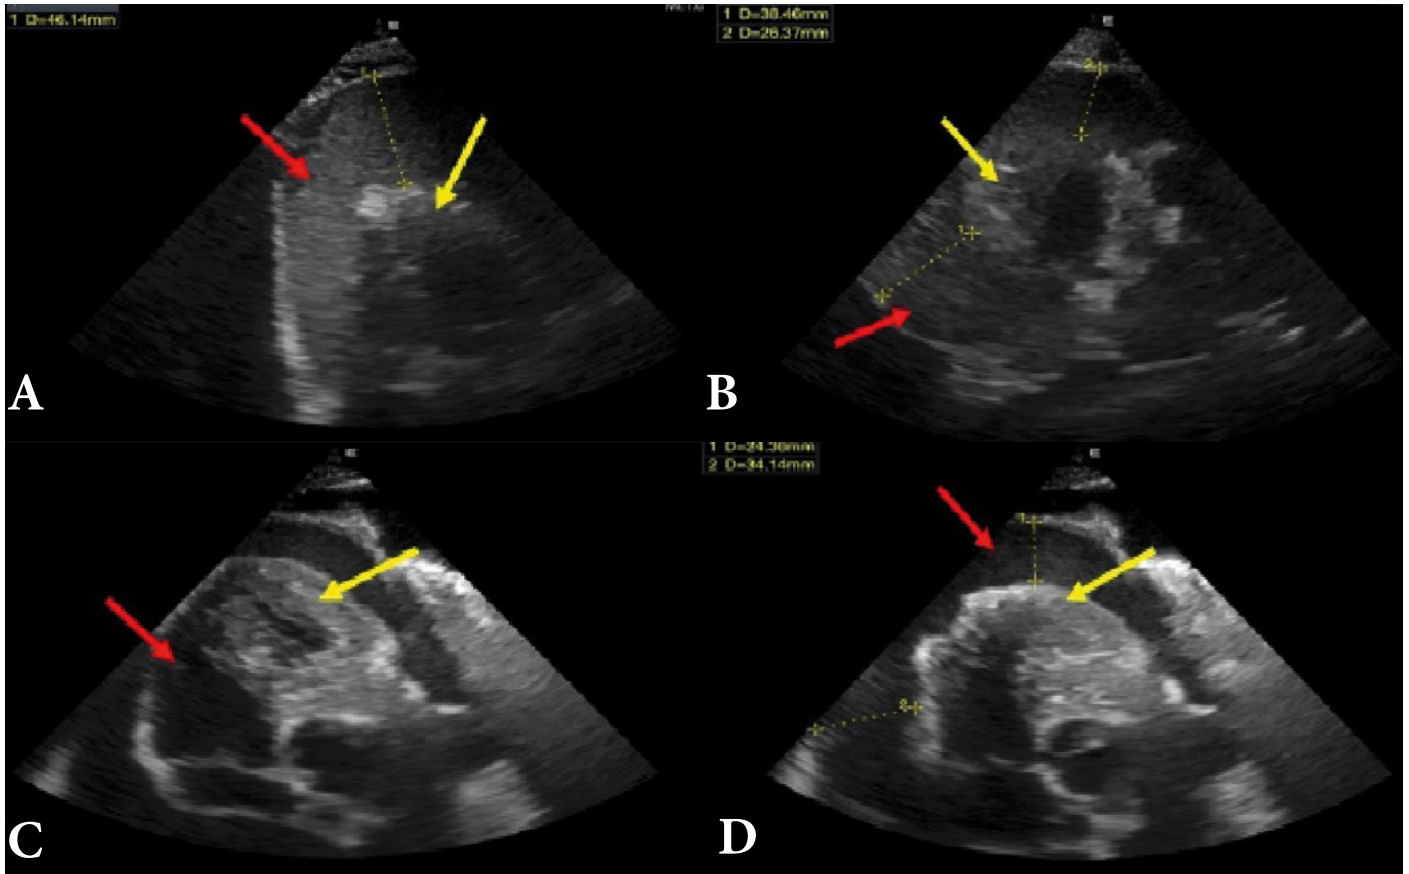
Échocardiographie transthoracique montrant A et B : épanchement péricardique de grande abondance (flèches rouges), compression des cavités cardiaques (flèches jaunes), C et D : après évacuation de deux litres de liquide péricardique, persistance d'un épanchement circonférentiel (flèches rouges) avec cavités cardiaques non comprimées (flèches jaunes)
